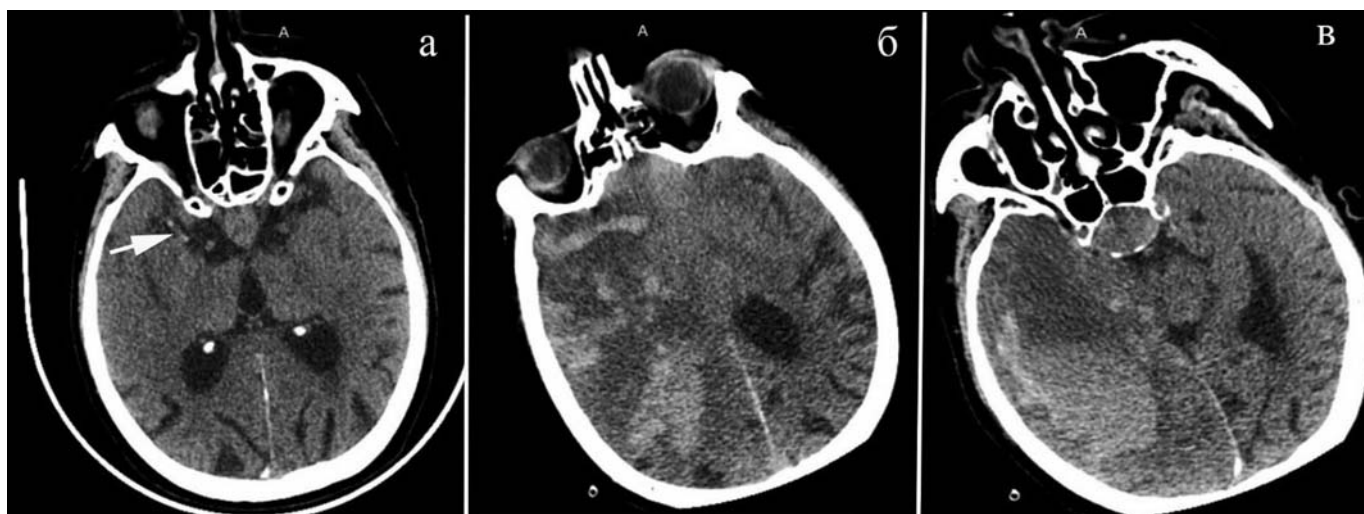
Мультиспиральная компьютерная томография пациента Б., 76 лет: а — состояние при поступлении, стрелкой указаны признаки симптома гиперденсной средней мозговой артерии; б — состояние через 3 ч после выполнения внутривенной тромболитической терапии, множественные кровоизлияния в правом полушарии головного мозга; в — формирование интрацеребральной гематомы в височной доле справа, признаки аксиального вклинения
